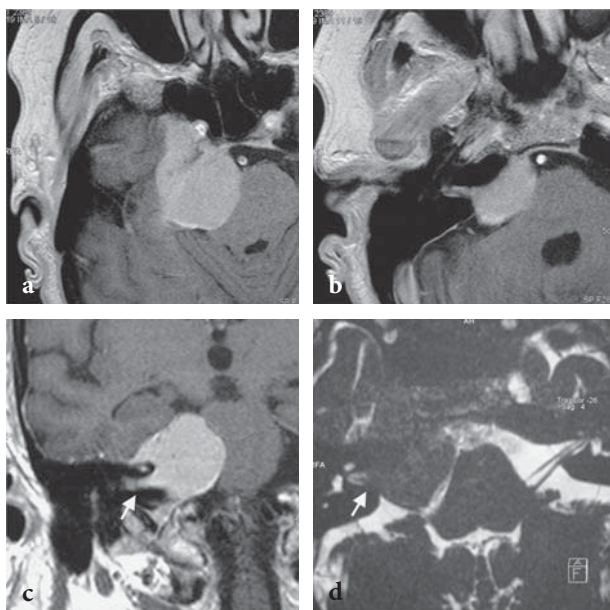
Méningiome du sinus caverneux et du cavum de Meckel droit, étendu vers l'angle pontocérébelleux et le CAI droit. L'IRM en coupes axiales (a, b) et coronale (c) en T1 après injection de gadolinium ainsi qu'en CISS 3D (d), visualise une tumeur rehaussée au sein du sinus caverneux, du cavum de Meckel et de l'APC droit avec extension vers le CAI (flèches).
